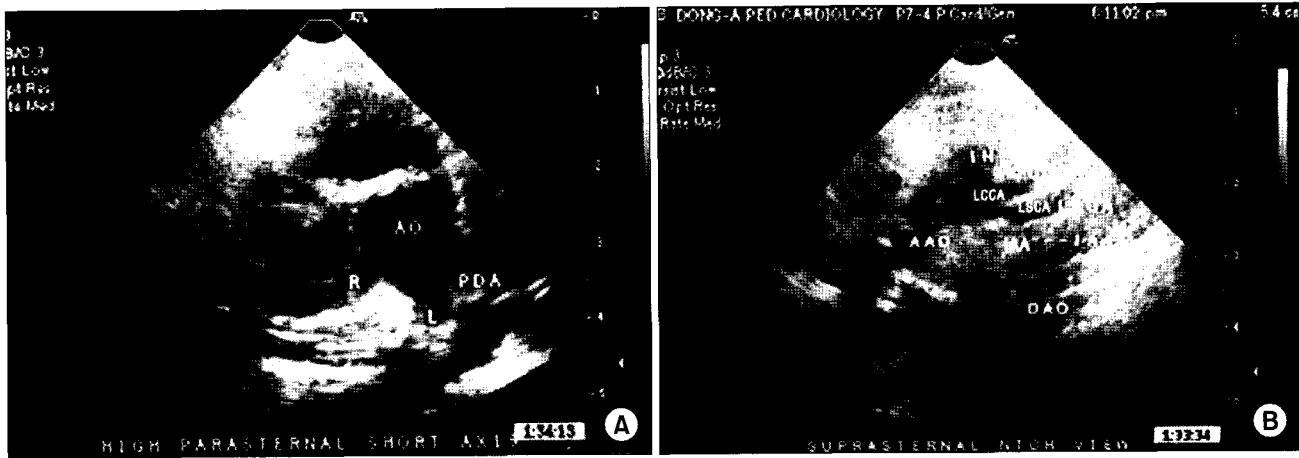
Preoperative 2D echocardiography. (A) High parasternal short axis view (B) Suprasternal notch view. Ao=Ascending aorta; R=Right pulmonary artery; L=Left pulmonary artery; PDA=Patent ductus arteriosus; AAo=Ascending aorta; IN=Innominate artery; LCCA=Left common carotid artery; LSCA=Left subclavian artery; IAA=Interrupted aortic arch; DAO=Descending aorta.
